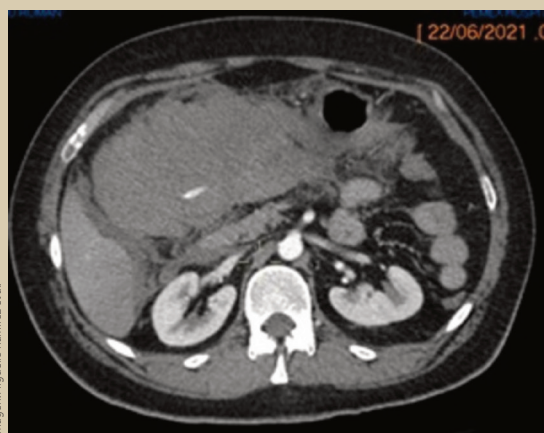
Tomografía axial de abdomen con contraste intravenoso en fase arterial (izquierda) y venosa portal (derecha), donde se identifica tumoración hipodensa, con zonas de mayor densidad en su interior (flecha), que presenta mínimo realce al contraste, localizada a nivel mesentérico (estrella).
